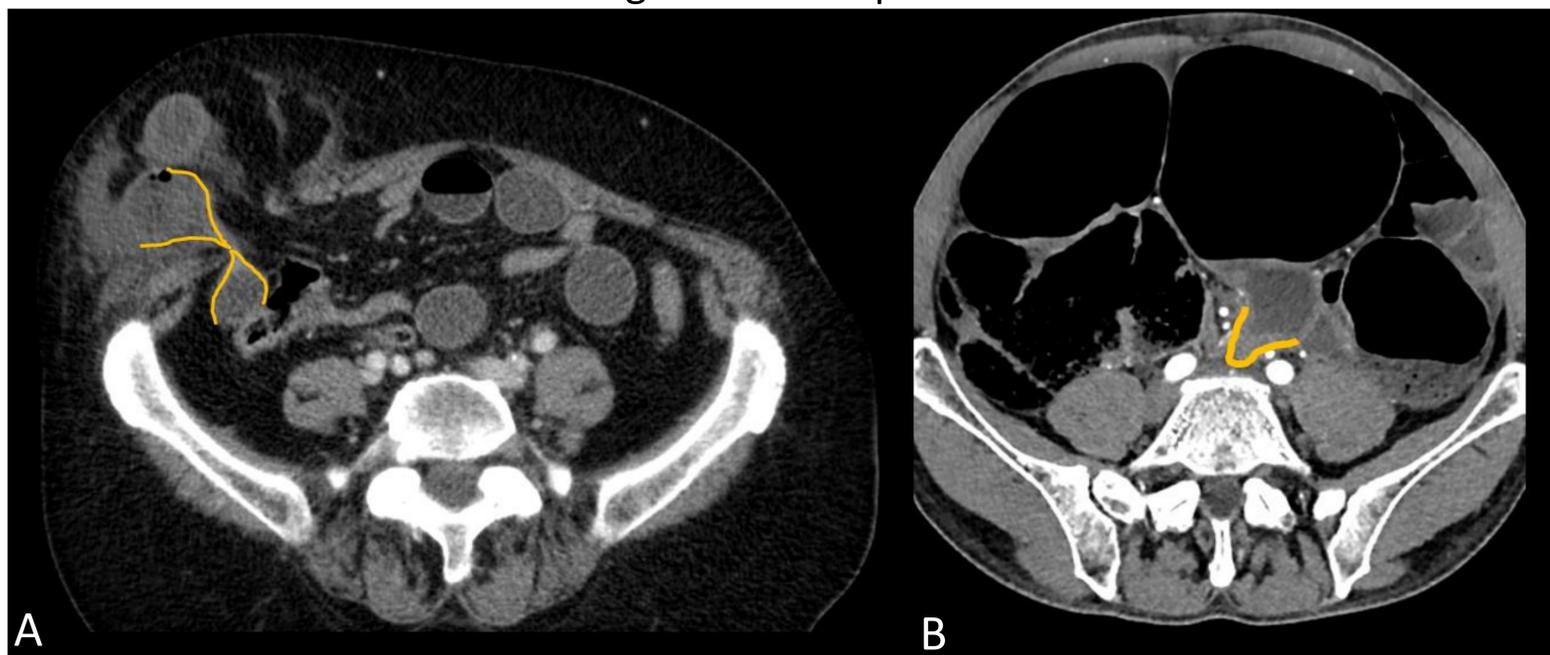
A y B) Dos pacientes. TAC abdominopélvica con contraste. A: Dilatación de asas de intestino delgado a ambos lados de la zona de transición (imagen en doble pico). B: Cambio de calibre y dilatación proximal de sigma (signo del pico).
